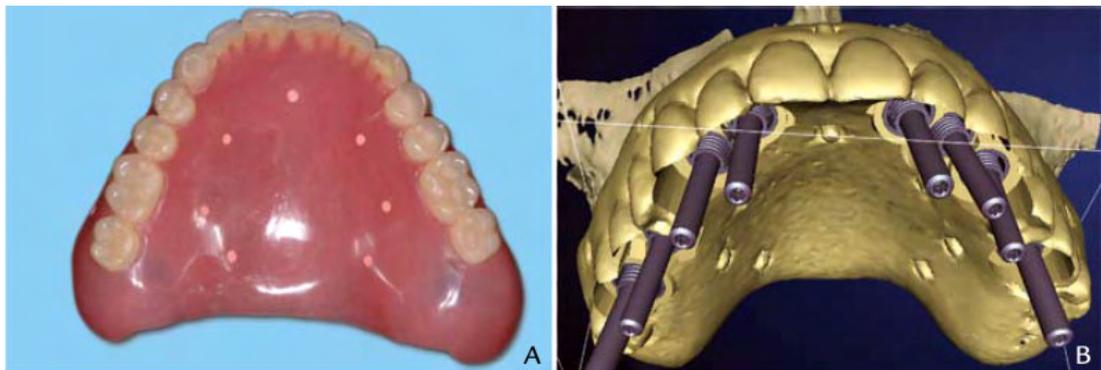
A - Protodoncia total maxilar con marcas de referencia de gutapercaha antes de la tomografía.
